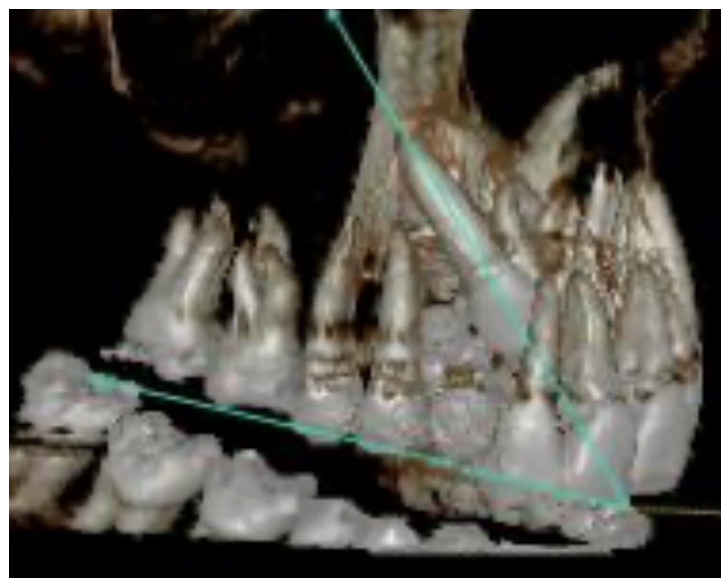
Ángulo formado entre el eje axial del canino y el plano oclusal, CBCT en el mismo paciente.
